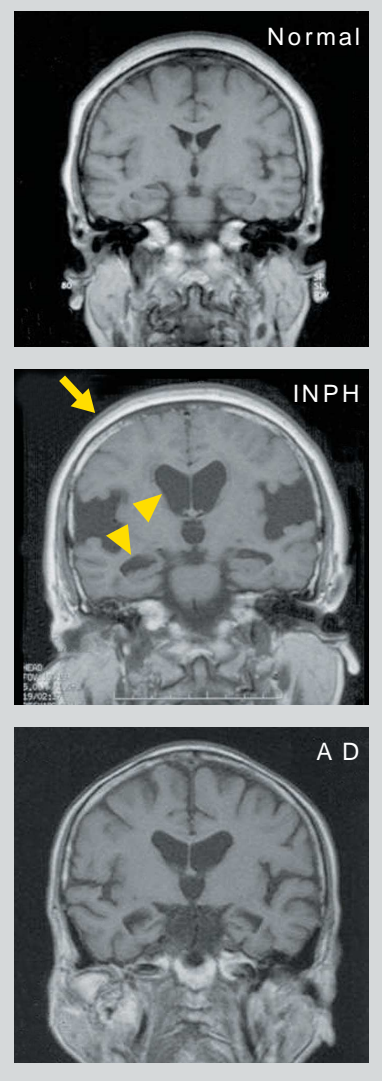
正常 特発性正常圧水頭症(INPH), ADのMRI像の比較(大阪大学精神医学教室・数井裕光氏提供) ADではびまん性の脳萎縮が認められるが、INPHでは円蓋部の脳溝の消失(→)と脳室の著明な拡大()が認められる。
